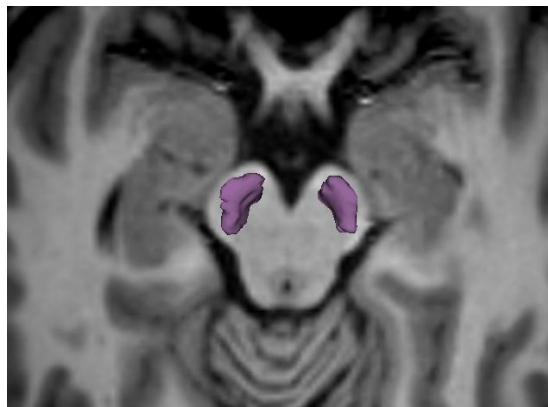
Sustancia negra, pars compacta y pars reticular (flechas). Sección axial, RM, secuencia 3D FSPGR.
